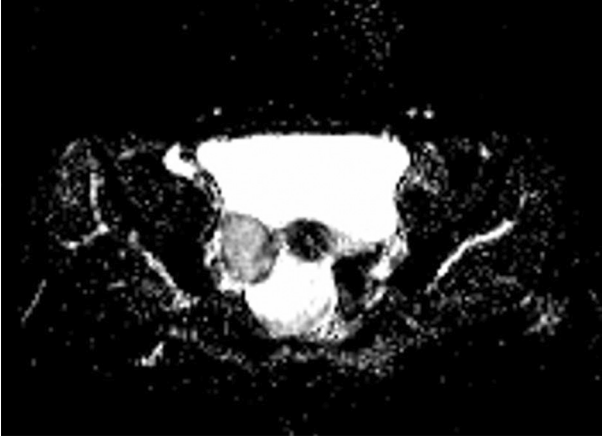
Masif over ödemi hastanın sol overinde aksiyel T2A manyetik rezonans görüntüde (a) heterojen yüksek intensite. Post-kontrast yağ baskılı koronal T1A görüntüde (b) kısmi parankimal kontrastlanma.
